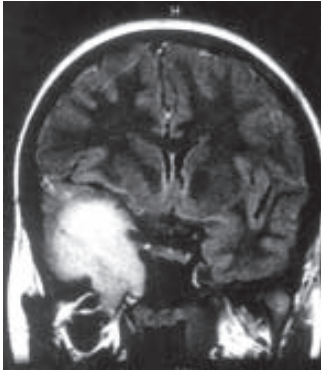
Tomografia computadorizada com contraste, corte coronal, mostrando a situação parasselar da massa e desvio superior da artéria cerebral média direita.*
